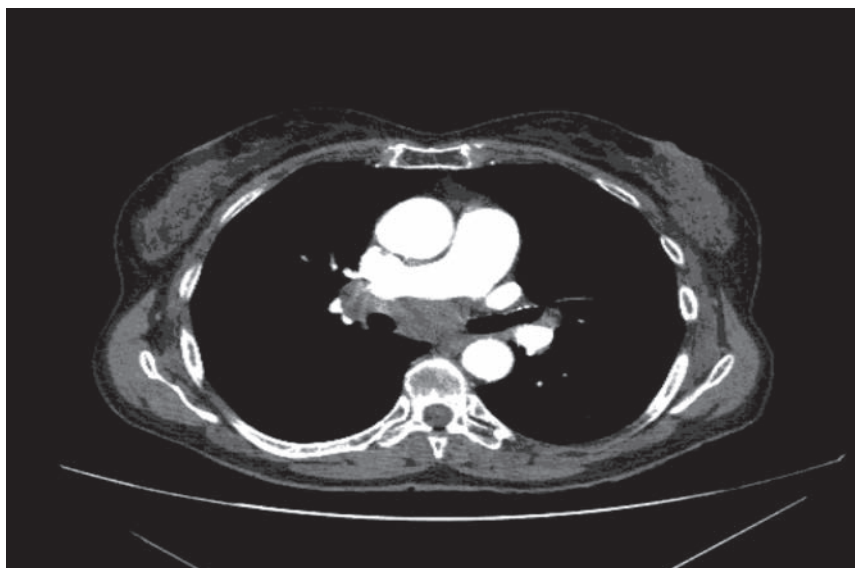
B. Tomografía computarizada torácica realizada con ventana de mediastino. Obsérvense el agrandamiento patológico de una adenopatía subcarinal.
